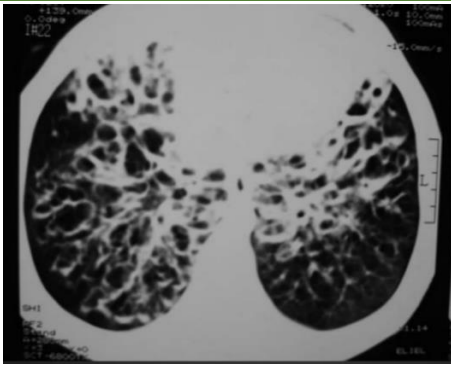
Bronquiectasia bilateral TC (formas saculares)
